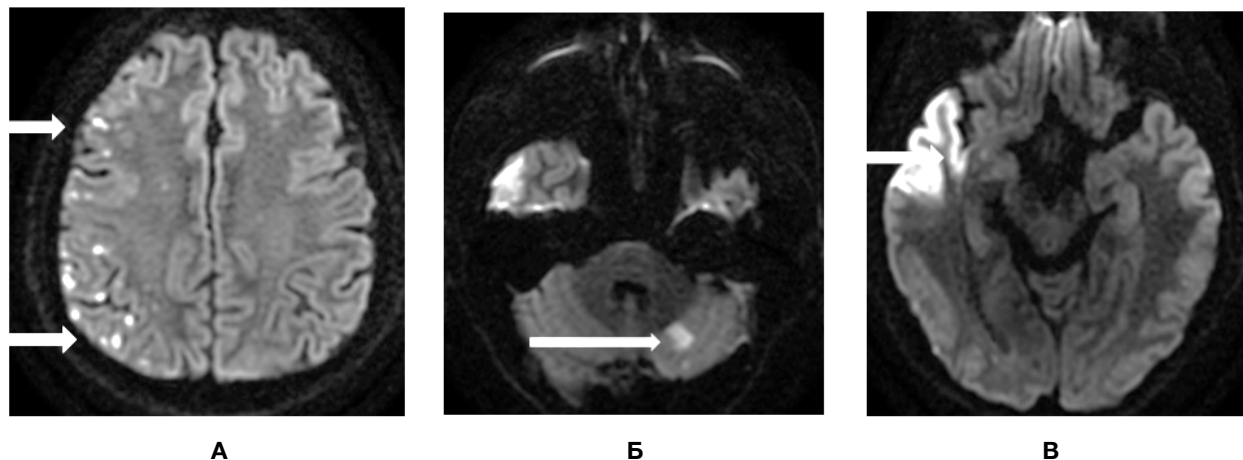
МРТ головного мозга: А, Б, В – диффузионно-взвешенное изображение (DWI), стрелками указаны очаги повышения интенсивности сигнала, соответствующие острым ишемическим изменениям
